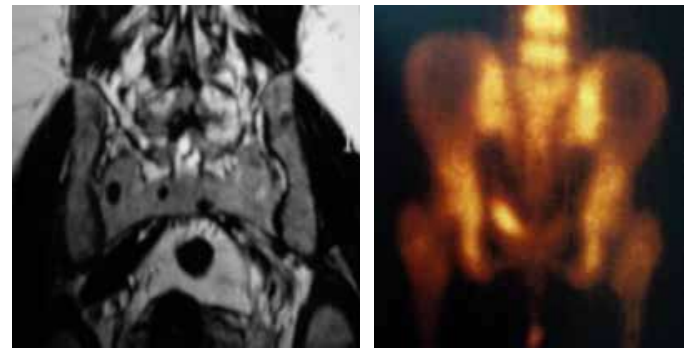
Ressonância Magnética coronal da pelve em T1 (A), e sem alterações na cintilografia óssea (B), levando a suspeita de mieloma múltiplo.
